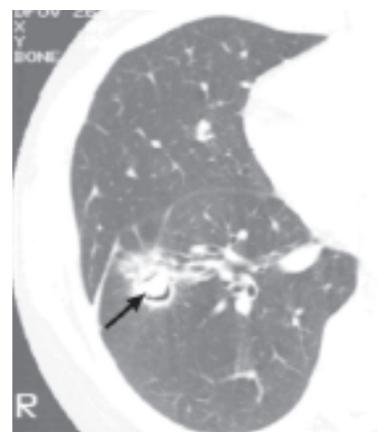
Tomografía ventana pulmonar (1).
